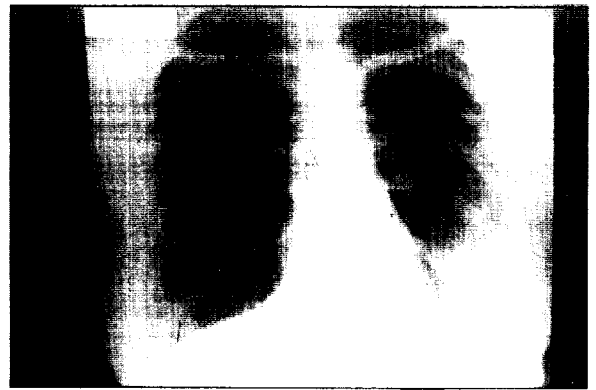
Caso 3. Radiografía de tórax. Opacidad basal izquierda.
